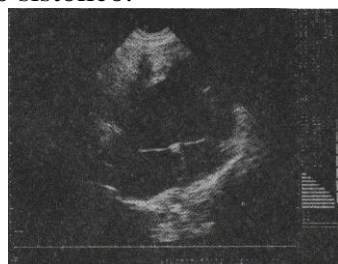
Vista cuatro cámara apical en ecocardiografía 2-D durante la diástole evidencia ausencia de tabique interventricular, (cámara única en la que desembocan las dos válvulas AV).
